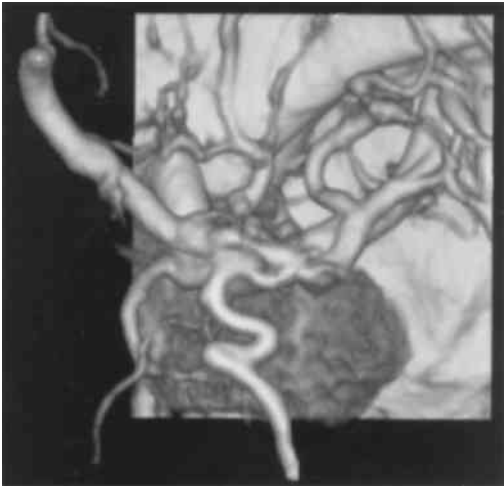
経動脈的(右内頸動脈) 3D-CT (volume rendering), 下垂体腫瘍
